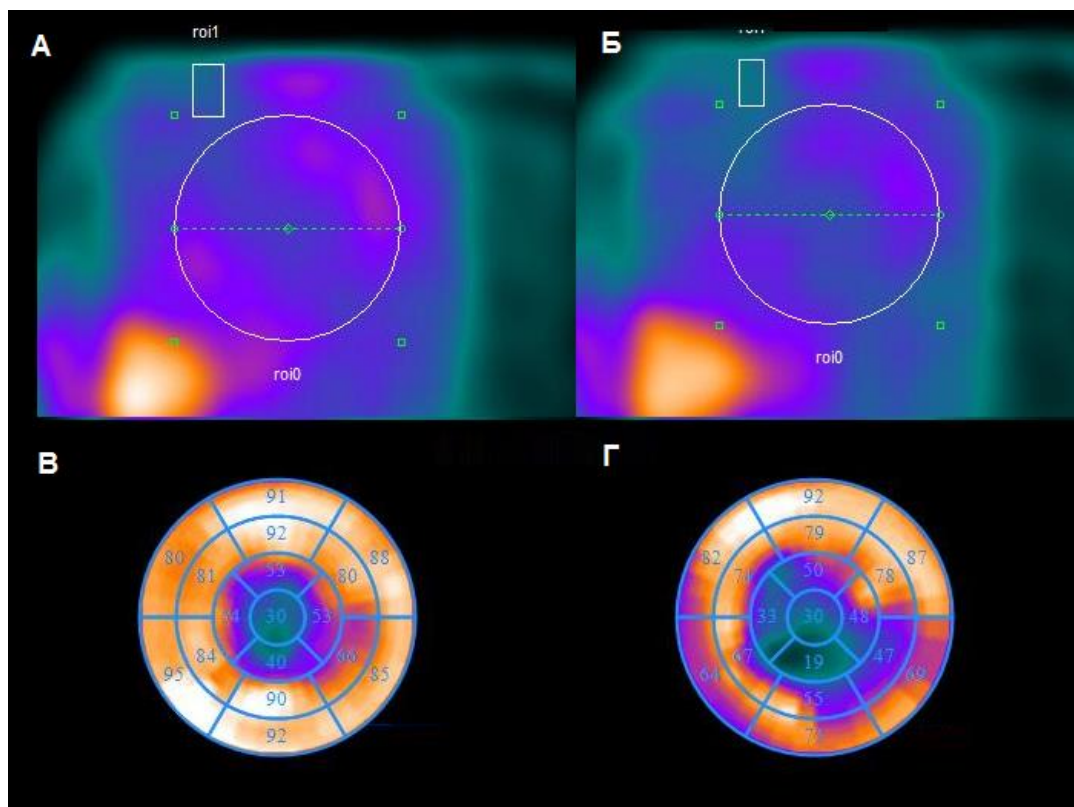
Больная М., однофотонная эмиссионная компьютерная томография миокарда с  $^{123}\text{I}$ -МИБГ. А – планарные скintiграммы при раннем (через 15 минут) исследовании; Б - планарные скintiграммы при отсроченном (через 4 часа) исследовании. Отмечаются области нарушения региональной симпатической активности на ранних (В) и отсроченных (Г) томоскintiграммах
